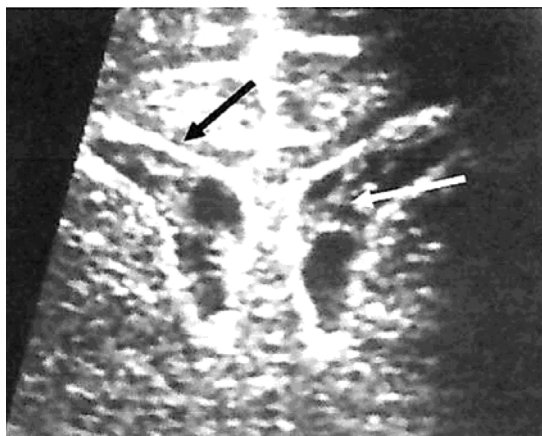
Méningite à streptocoque du groupe B. Ventriculite (échographie transfontanellaire) : dilatation modérée des ventricules ; épaississement des parois ventriculaires ; dépôts « floconneux » de pus dans les lumières ventriculaires.
